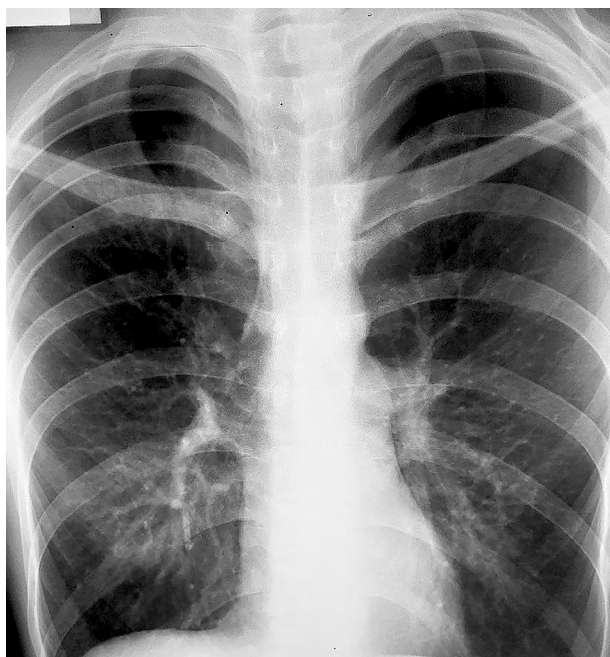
Рентгенограмма грудной клетки пациента — двусторонний напряженный пневмоторакс (в верхних отделах легких с обеих сторон не прослеживается легочный рисунок)
